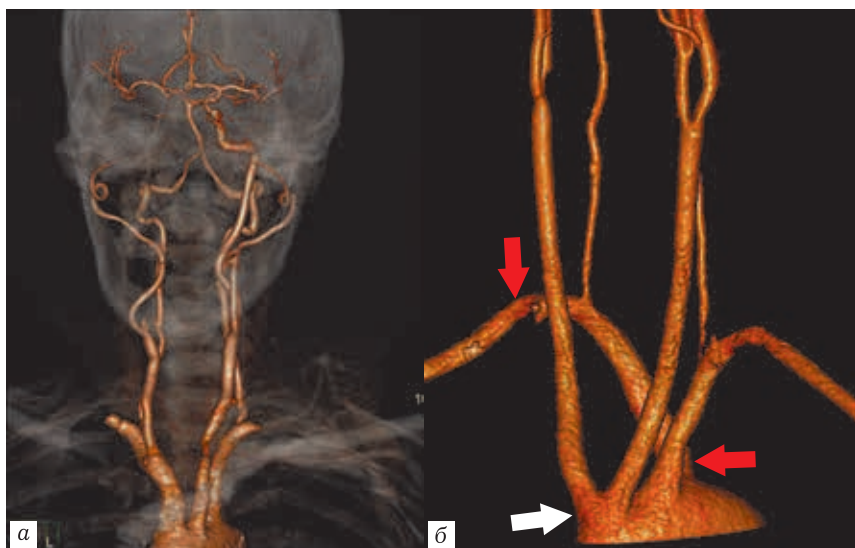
КТ-ангиограммы, трехмерные реконструкции: а — типичное отхождение артерий от дуги аорты; б — нетипичное отхождение сосудов: единым стволом отходят правая и левая общие сонные артерии (белая стрелка), далее отходит левая подключичная артерия, далее — aberrантная правая подключичная артерия с ретроэзофагеальным ходом (красные стрелки)
